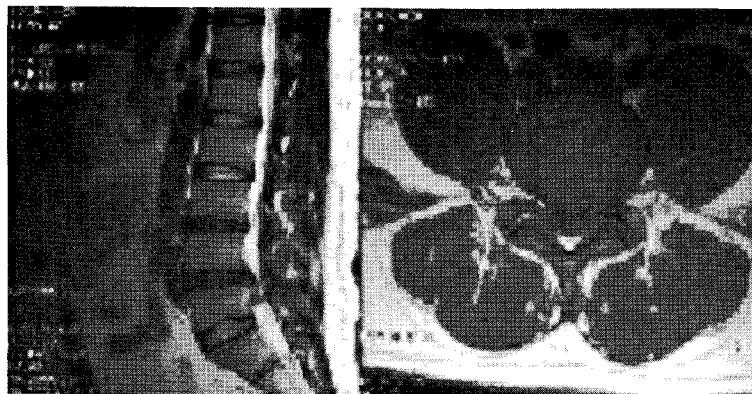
T2-weighted image with Extruded disc at L5-S1
